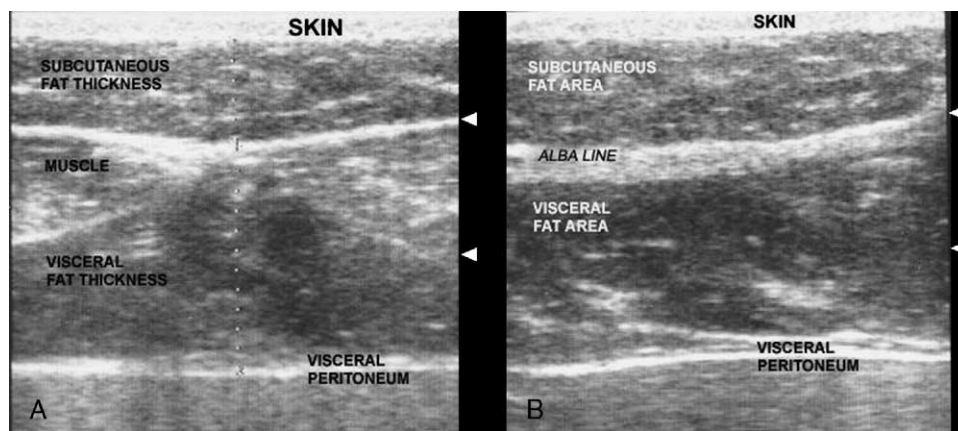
Sonography scan of the upper abdominal wall on the xiphumbilical line, showing the subcutaneous fat and preperitoneal fat layers. A, Transverse view. B, Longitudinal view.
